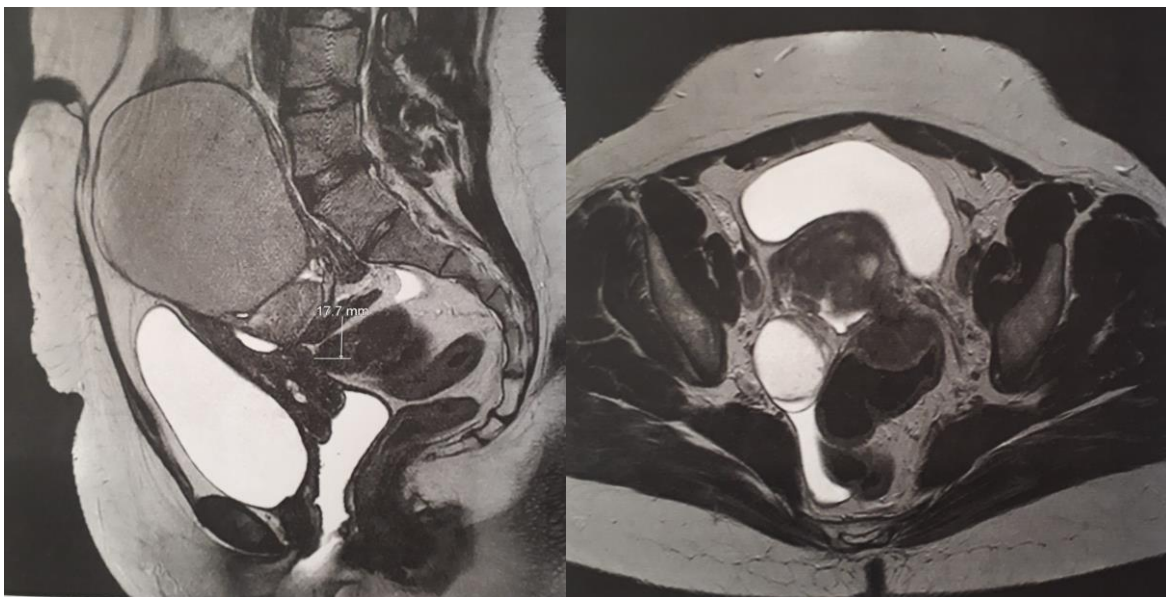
Patiente de 28ans prise en charge au Centre Hospitalo-Universitaire de Limoges pour des dysménorrhées, et des épisodes de diarrhée et de dyschésie. L'IRM met en évidence une atteinte rectosigmoïdienne en regard d'une adhérence avec le torus utérin. Cette patiente présente par ailleurs un volumineux endométriome. En définitive elle a bénéficié d'un shaving.*
